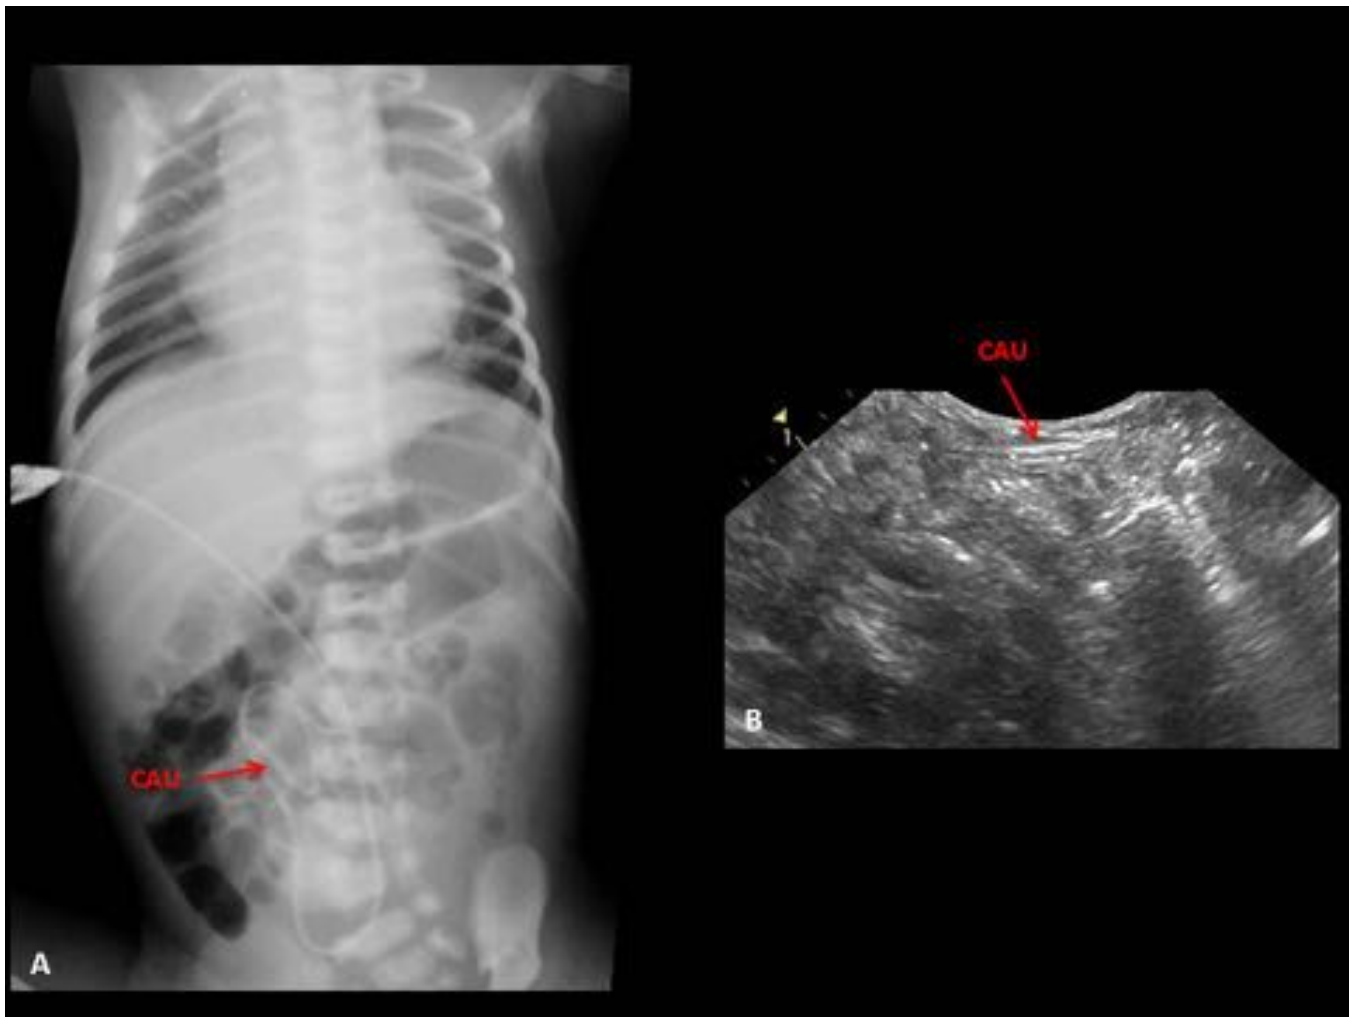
CAU mal posicionado. A) Rx abdomen AP. Se identifica un trayecto anómalo del catéter arterial con bucle y extremo distal en flanco-fosa ilíaca derecha. B) Ecografía abdominal. Se visualiza el trayecto del catéter entre asas a nivel intraperitoneal.
